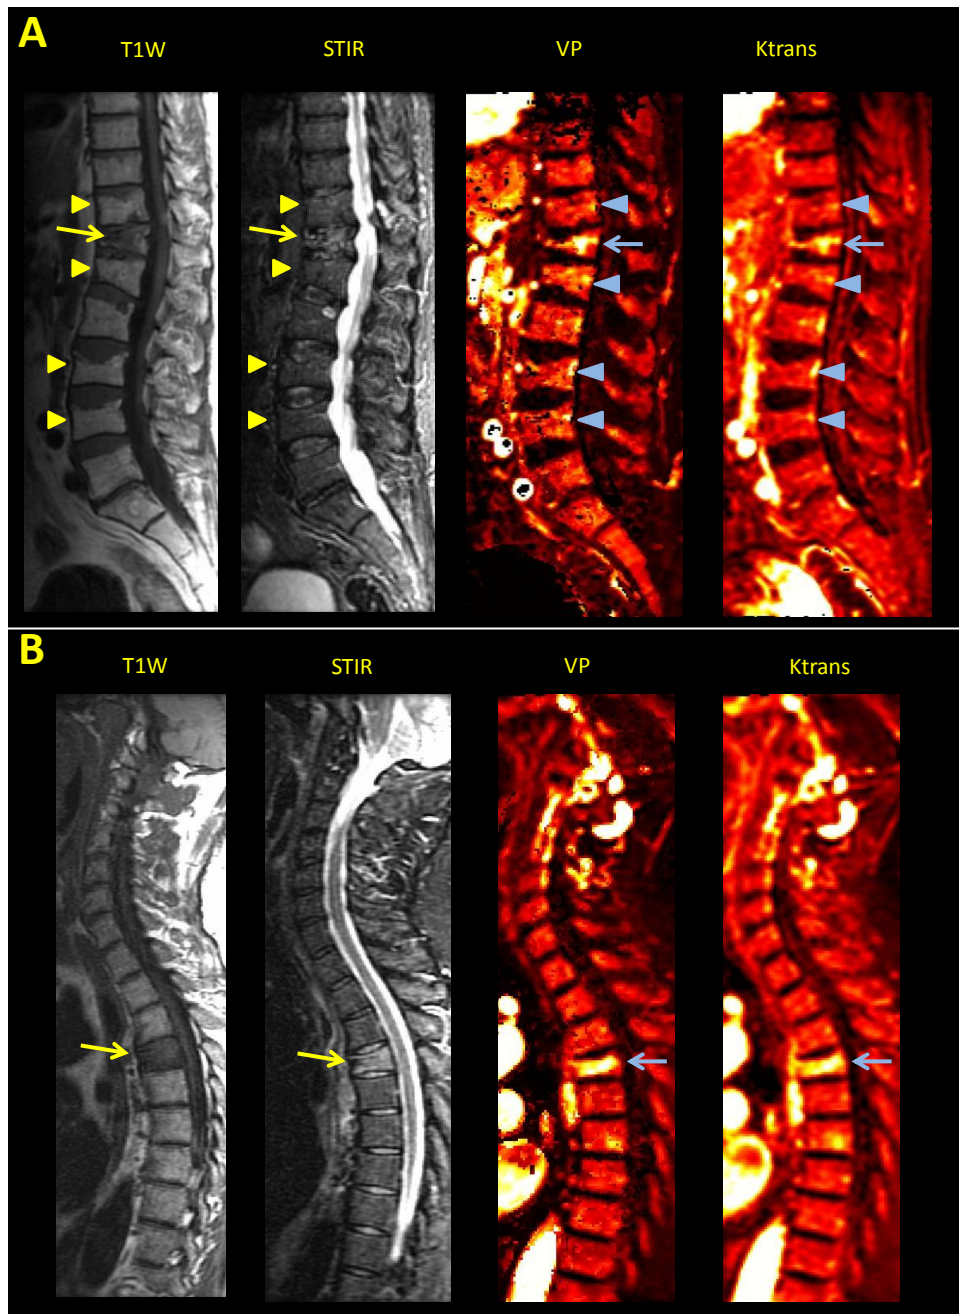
(A) Sagittal T1-weighted, STIR MR images matching with corresponding V_p and K^{trans} maps depicting simultaneously chronic benign vertebral fractures (arrowheads) and acute benign vertebral fracture (arrow). Signal intensity changes and increased V_p and K^{trans} values are noted in the acute vertebral fracture in conventional sequences and parametric maps respectively. (B) Sagittal T1-weighted, STIR MR images paired with corresponding V_p and K^{trans} maps depicting pathologic vertebral fractures (arrows). Signal intensity changes and increased V_p and K^{trans} values are noted in the conventional sequences and parametric maps respectively.
